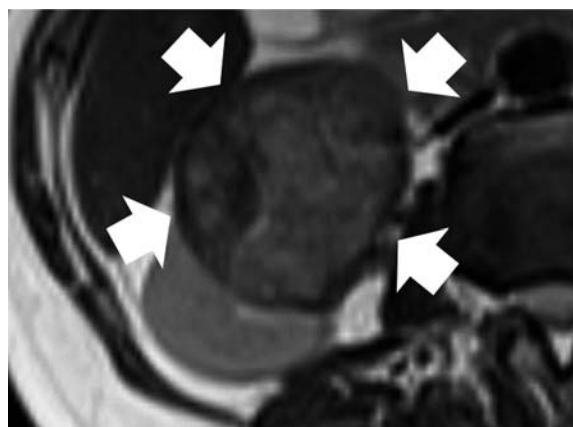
MRI revealed a mass which had a capsule in the right kidney.
